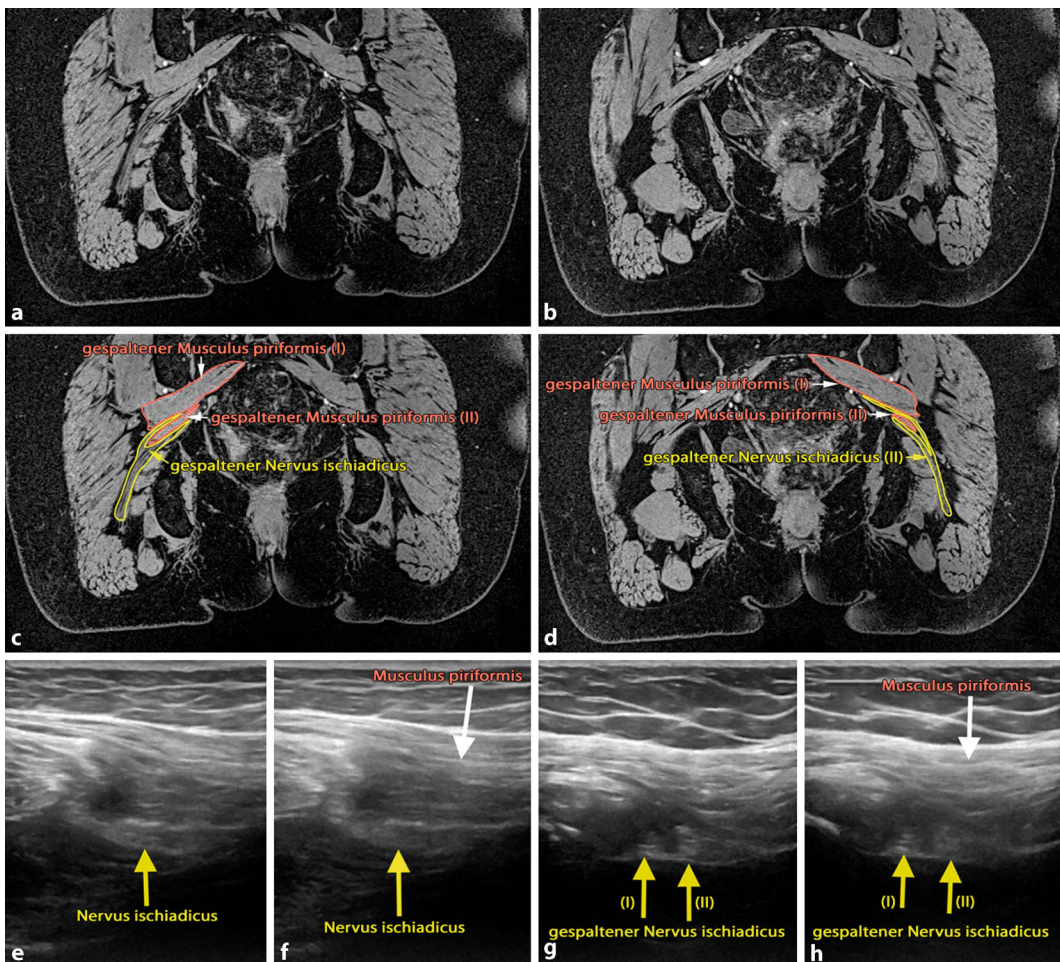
◀ Fettunterdrückte 3-D-Protonendichte-gewichtete Magnetresonanztomografien (a–d) und Ultraschalldarstellung vor (e–f) und nach der Aufteilung (g–h) des N. ischiadicus bei einem Patient mit Piriformissyndrom
